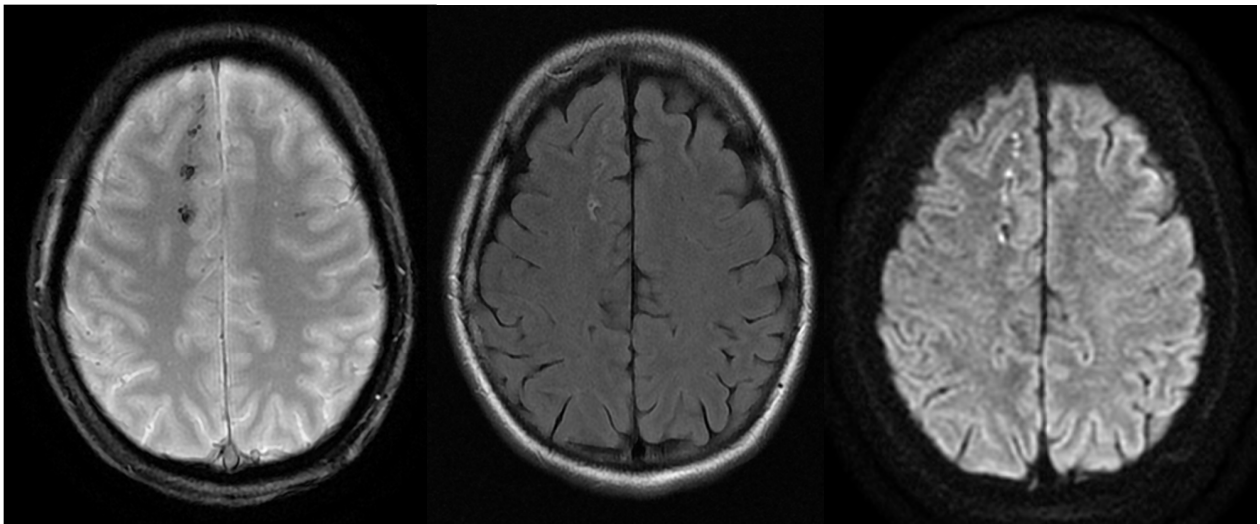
Beispiel für einen traumatisch bedingten diffusen axonalen Schaden in der MRT, charakterisiert durch meist linear angeordnete, subcortikale Mikroblutungen und Diffusionsrestriktionen (klinische Bildgebung, akquiriert in der Abt. für Neuroradiologie, Klinikum der LMU München, Großhadern)
